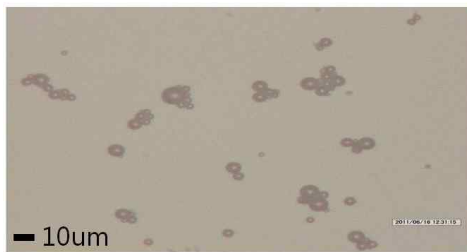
광학현미경을 통한 초음파 조영제의 크기 및 밀도 (Day 4)
